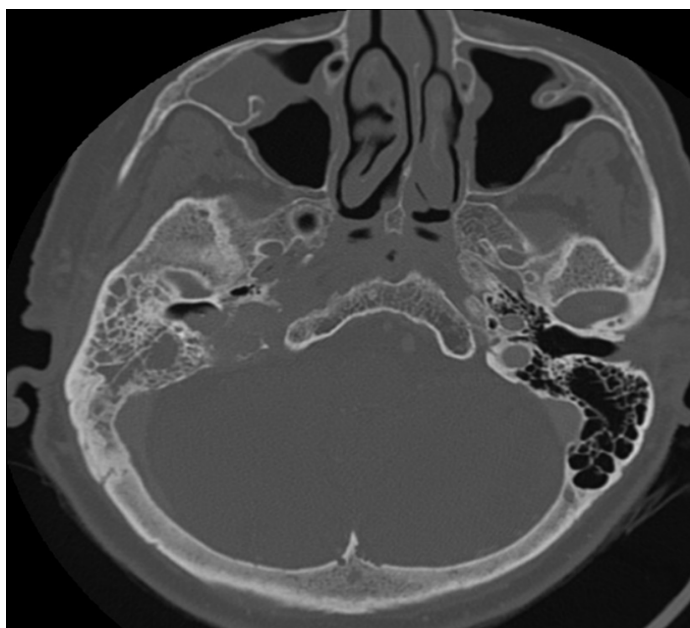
Paragangliome tympano-jugulaire droit en TDM, coupe axiale.
